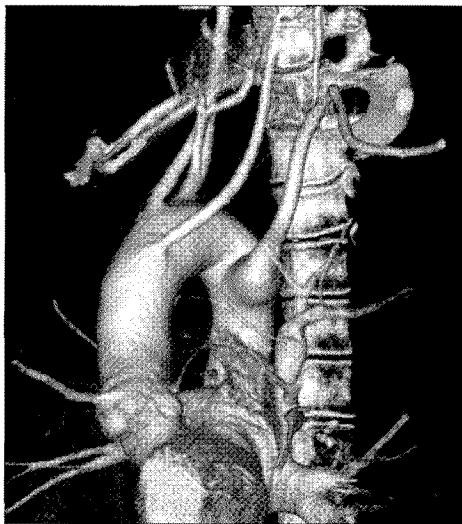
Preoperative computed tomography shows aberrant left subclavian artery with Kommerell's diverticulum and right aortic arch.
